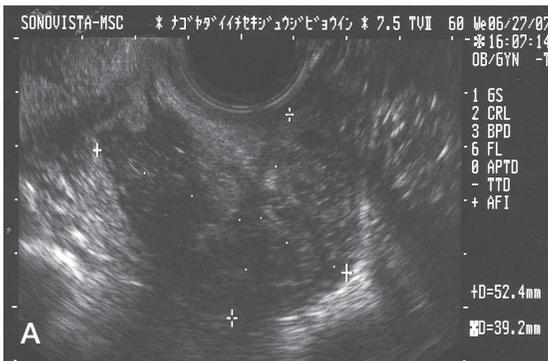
症例3の超音波所見 (A) と手術方法 (B)
